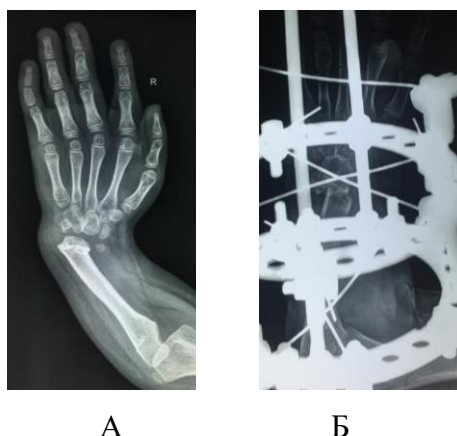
Удлинение локтевой кости методом чрескостного дистракционного остеосинтеза у пациентки Л., 5 лет, и/б № 15/5315 с одномоментной коррекцией рецидива девиации кисти. Рентгенограмма предплечья и кисти до (А) и после (Б) операции
